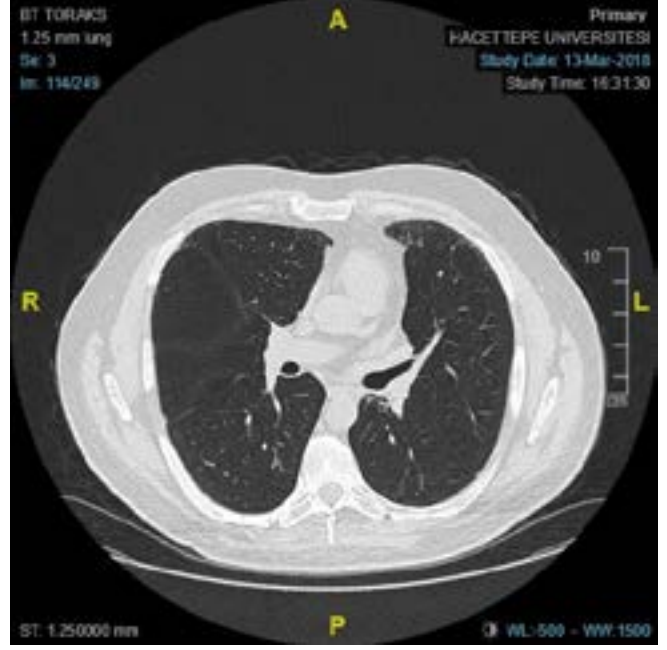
Olgunun ARA-C konsolidasyon tedavisi sonrası şikayetlerinin devam ettiği dönemde çekilen akciğer tomografisi
